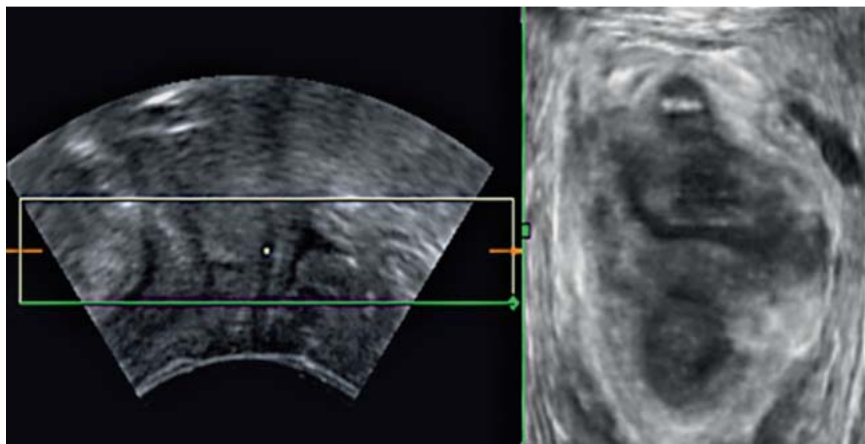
3D pelvic floor ultrasound with impressive left lateral defect in case of levator laceration (arrow).
